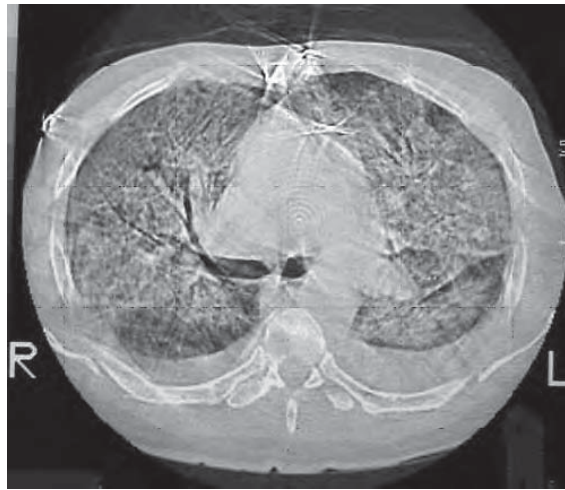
/4. TAC de tórax. Hemorragia alveolar difusa por vasculitis primaria del pulmón (mismo caso de Fig. 20/2).
